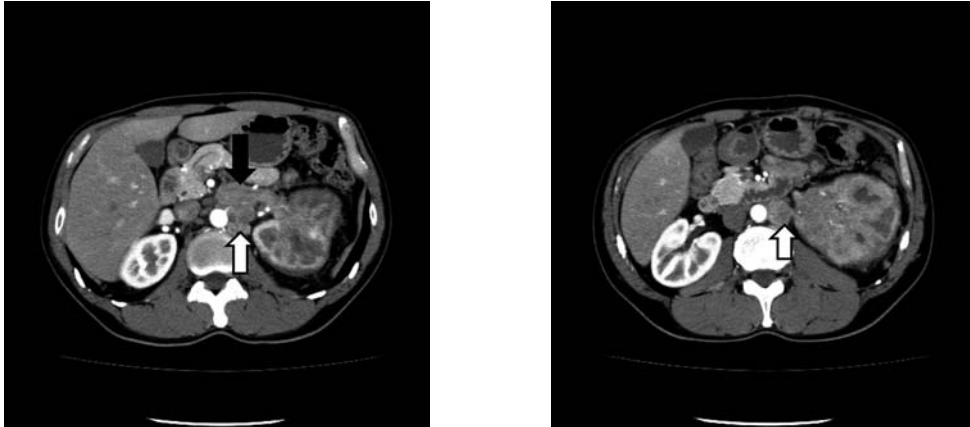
Enhanced CT scan shows the left renal tumor (9 cm in diameter) poorly enhanced, tumor thrombus in the left renal vein (closed arrow), and paraaortic lymph nodes metastases (open arrows).
